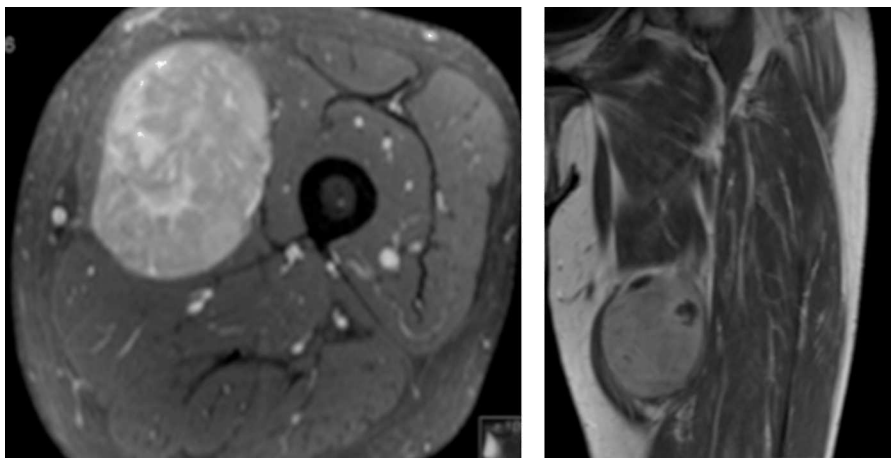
Imagens demonstrativas da RMN realizada pré-operatoriamente. À esquerda um corte transversal com visualização do tumor e suas relações muscular. À direita uma perspectiva coronal.
